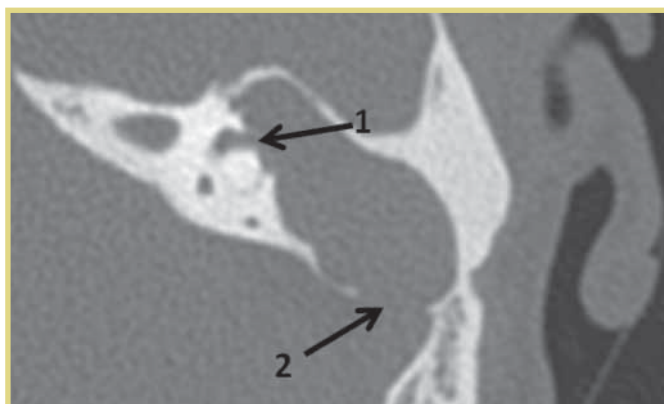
МСКТ левой височной кости, аксиальная проекция. ФЛ в проекции переднего полукружного канала (стрелка 1). Дефект в области задней черепной ямки (стрелка 2)
